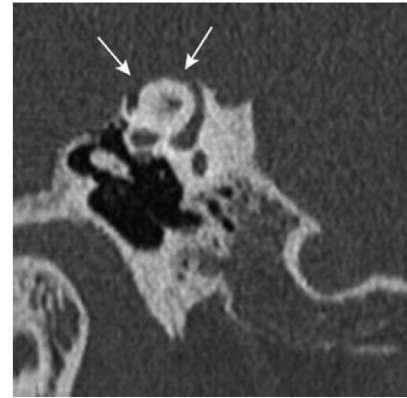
Síndrome de Minor. Corte de TC oblicuo (paralelo al eje del conducto semicircular superior CSS): gran dehiscencia ósea del CCS (flechas). Tomado de: Rubin F, Lacan A, Halimi P, Bonfils P. Otosclerosis. EMC (2017)
